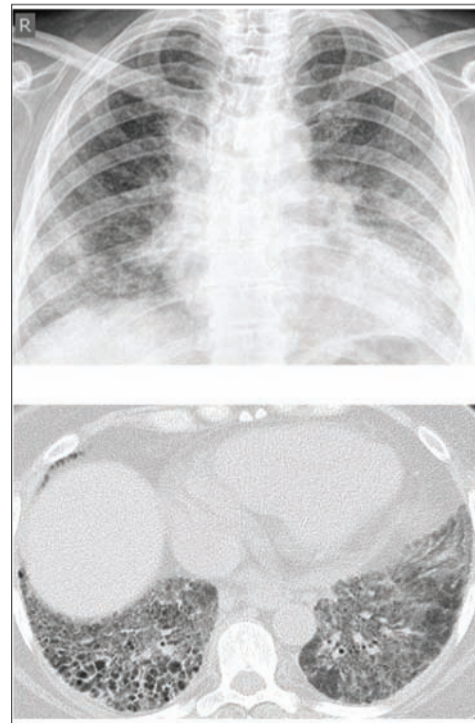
Саркоидоз органов дыхания IV стадии (РГ и МСКТ)
